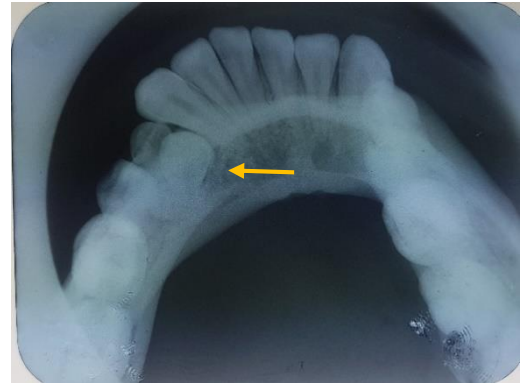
Radiografía oclusal.
